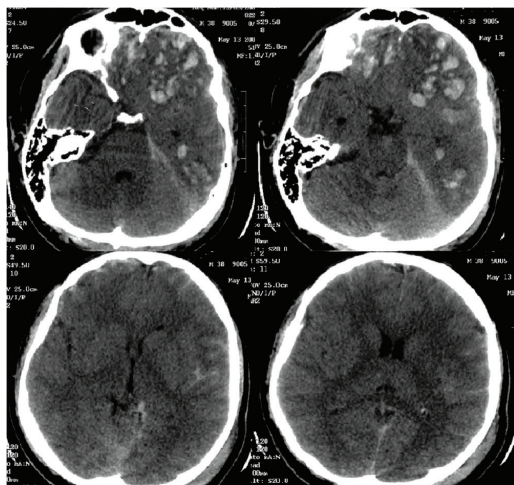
Данные КТ на 2–3-и сутки после травмы
